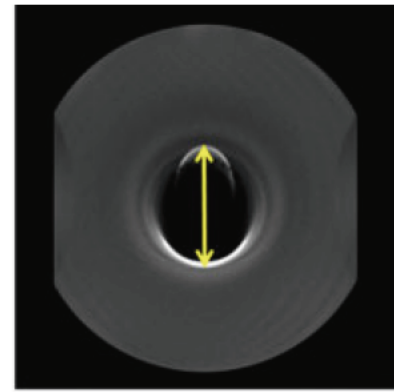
Measurement of metal artifact on MRI
